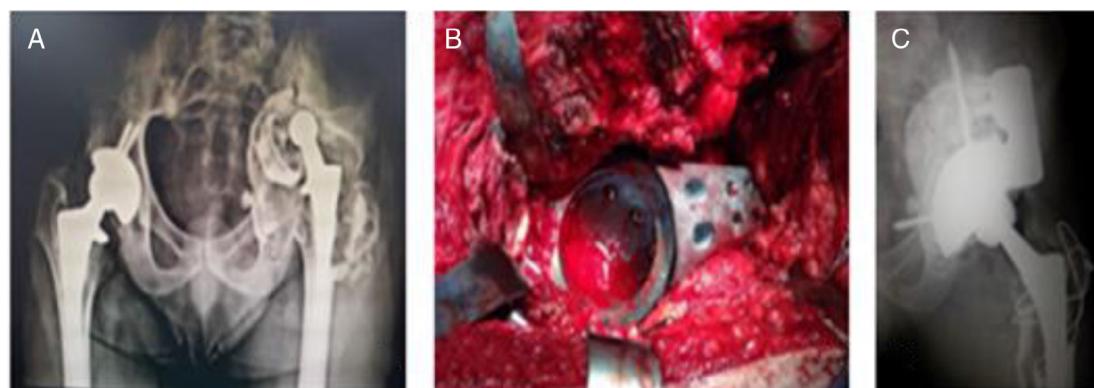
Revisão de artroplastia total do quadril esquerdo com reconstrução acetabular. A, radiografia pré-operatória evidencia grave defeito acetabular à esquerda Paprosky 3 B; B, foto perioperatória de uso de cunha de material trabeculado tipo suporte de coluna em forma de calço; C, radiografia do quadril esquerdo pós-operatório.
